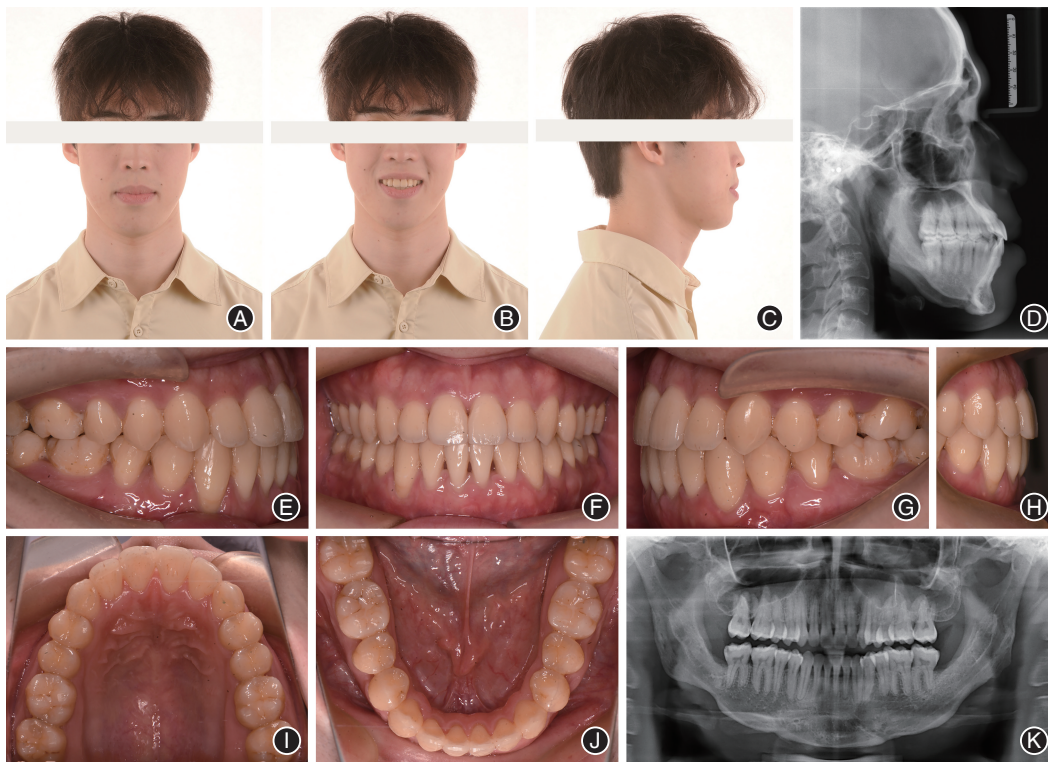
骨性Ⅲ类垂直生长型患者牙周-正畸-正颌联合治疗结束后临床资料 A:正面相;B:正面微笑相;C:侧面相;D:X线头颅侧位片;E:右侧口内相;F:正面口内相;G:左侧口内相;H:前牙覆殆覆盖相;I:上颌口内相;J:下颌口内相;K:口腔全景曲面体层片。
